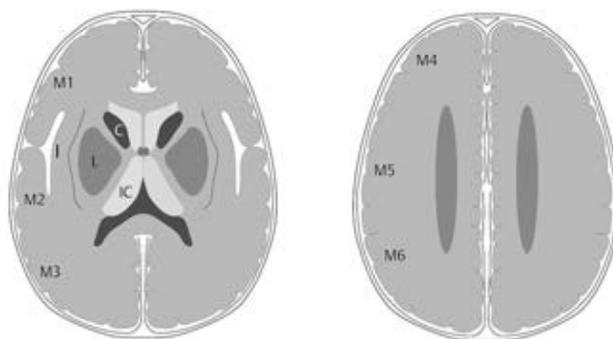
Схематическое изображение 10 зон в бассейне СМА (каждая соответствует 1 баллу ASPECTS): М1–М6, хвостатое ядро (С), чечевицеобразное ядро (L), внутренняя капсула (IC), кора островка (I) [4]
